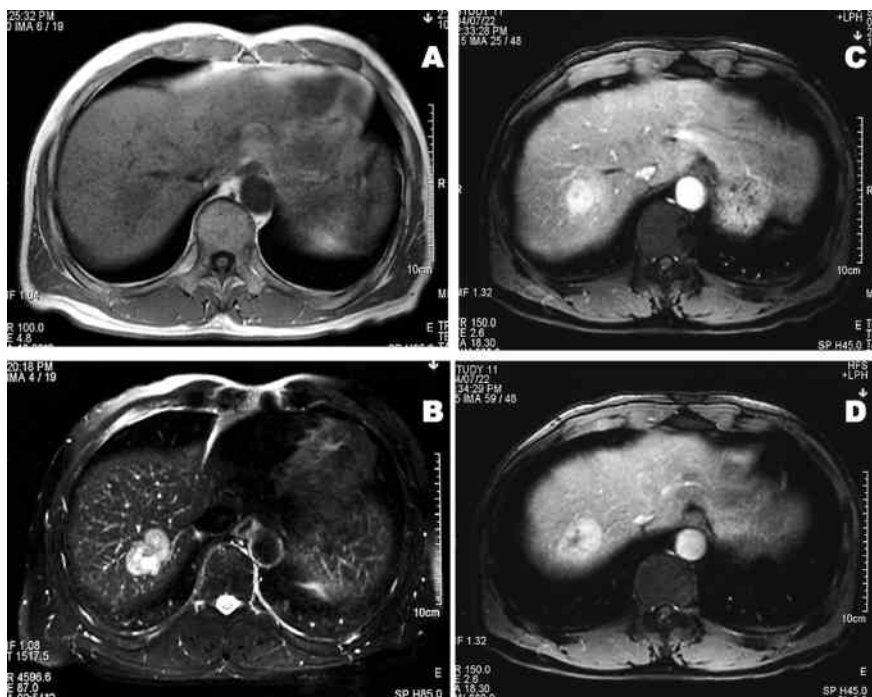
肝腫瘍のMRI所見。A：T1強調画像，B：T2強調画像，C：造影MRI早期画像，D：造影MRI後期画像。肝S8にT1強調画像で低信号，T2強調画像で高信号腫瘍を認める（A，B）。ダイナミックMRIでは，早期相から腫瘍は造影され，後期相でも造影効果は持続していた（C，D）。
